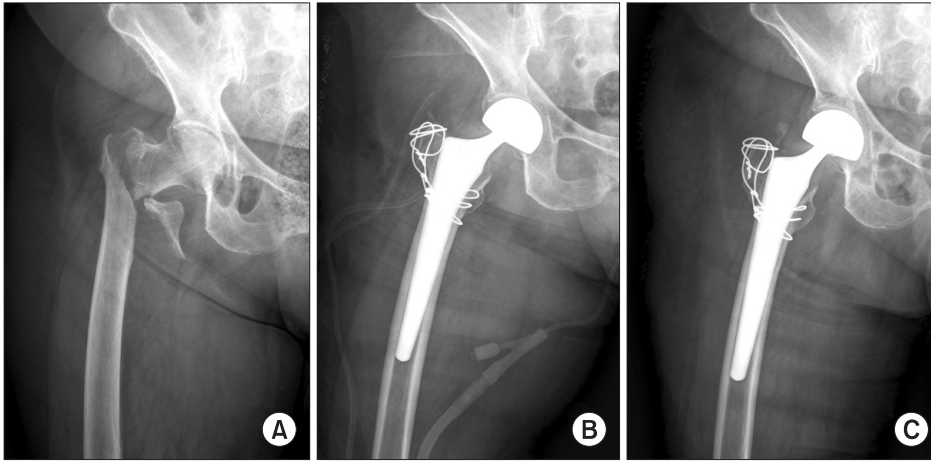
Anteroposterior radiographs of the hip. (A) A 80-year-old woman patient had an unstable intertrochanteric fracture. (B) The postoperative radiograph shows a good proximal canal fit and wiring. (C) At postoperative 30 months, the radiograph shows stable fixation of the femoral stem.
